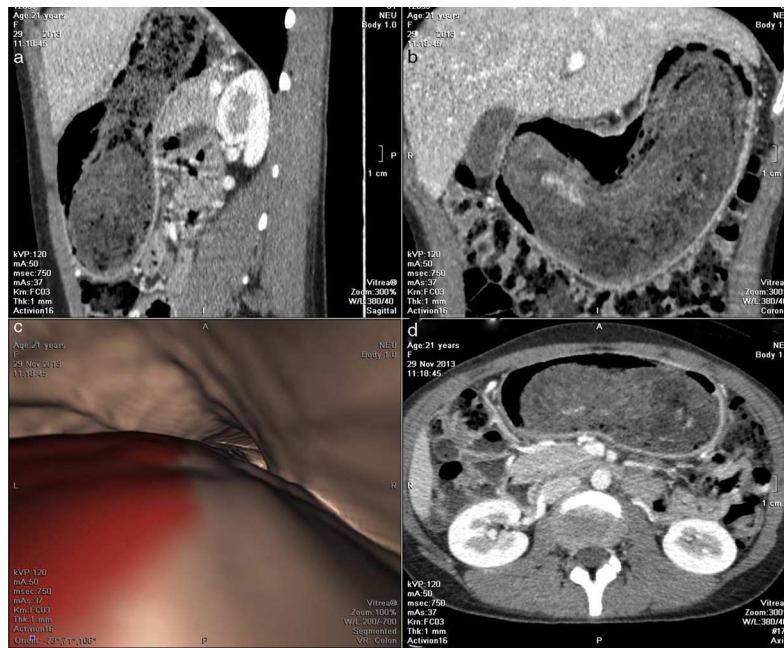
Neumo-TC: cámara gástrica distendida con O₂ mediante una sonda nasogástrica a una velocidad de 2 l/s. La medida de máxima distensión fue el desconfort de la paciente. Plano (a) sagital, (b) coronal, (c) endoscopia virtual y (d) corte axial: se observa una masa con densidad de partes blandas heterogénea y aire en su interior, que moldea la cámara gástrica. Este hallazgo es compatible con tricobezoar.
